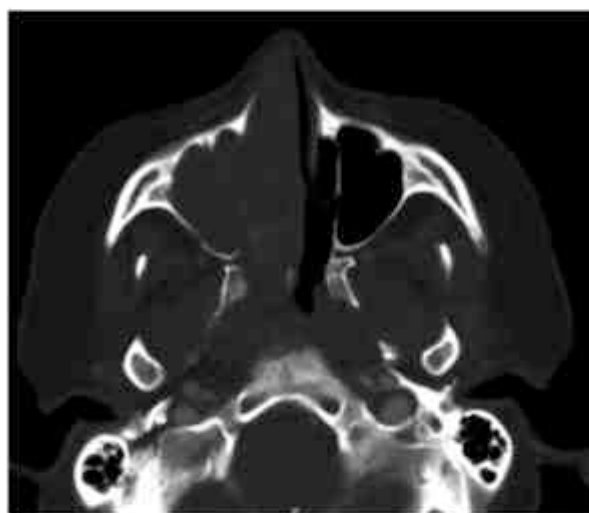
Tomografia de Seios da face corte axial
